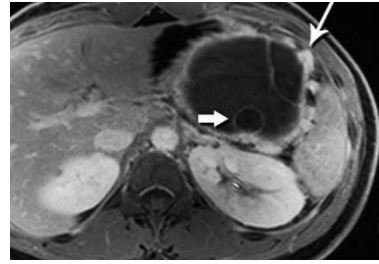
septierte oligozystische MCN, MRT t1; (dicker Pfeil= Septum; langer Pfeil= venöse Kollateralen bei Milzvenenverschluss) (Bridges 2015)
